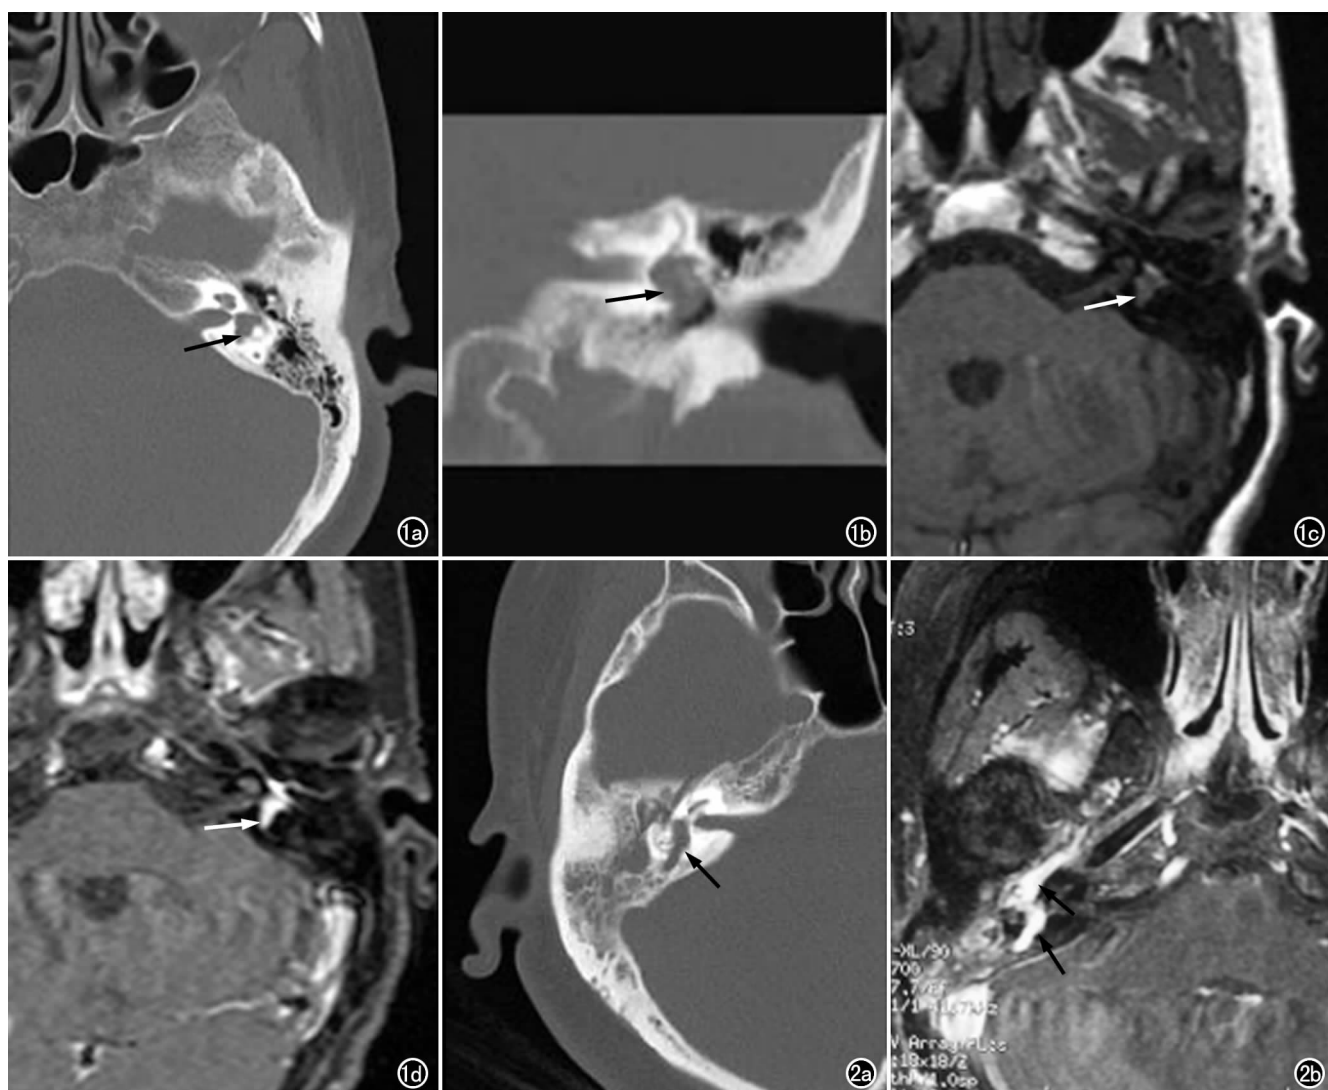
a) 轴面 HRCT,示左乳突气化透光可,前庭腔扩大伴软组织影(箭);b) CT 冠状面重组,示左侧前庭腔-前庭窗骨质破坏,伴软组织增生(箭);c) 轴面 T_1 WI,示左侧前庭-鼓室不规则中等偏高信号软组织影(箭);d) 增强脂肪抑制 T_1 WI,示软组织明显强化(箭)。图 2 a) 轴面 HRCT,示右侧乳突气化,中耳乳突透光差,右侧前庭、部分水平半规管、后半规管扩大伴骨破坏,及软组织增生(箭);b) 增强脂肪抑制 T_1 WI,示鼓室和内耳迷路增生软组织明显强化(箭)。
